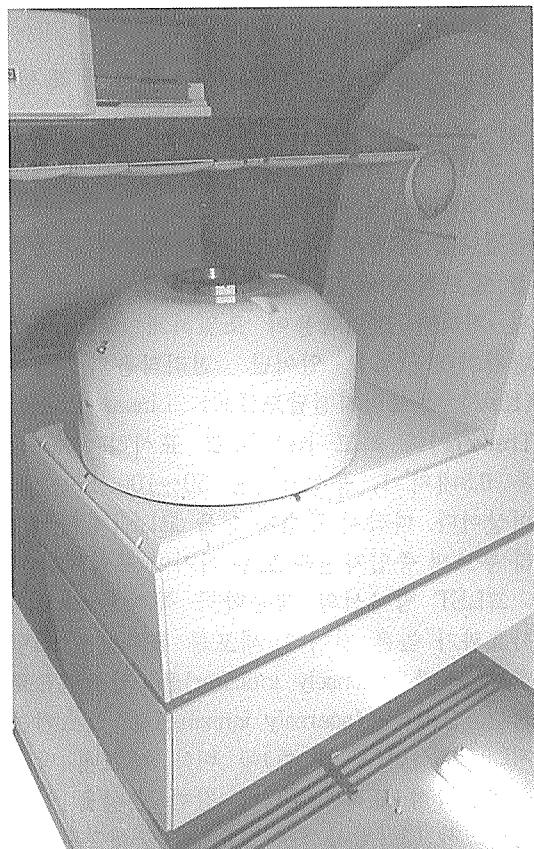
원자력병원 중성자선 치료장치, 매우 크지만 회전식 조사대 및 환자 치료대 등 일반 방사선 치료기와 동일한 정밀성을 가진다.
